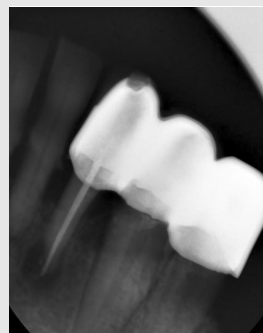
periapical x-ray view of mandibular left incisor after canal filling
